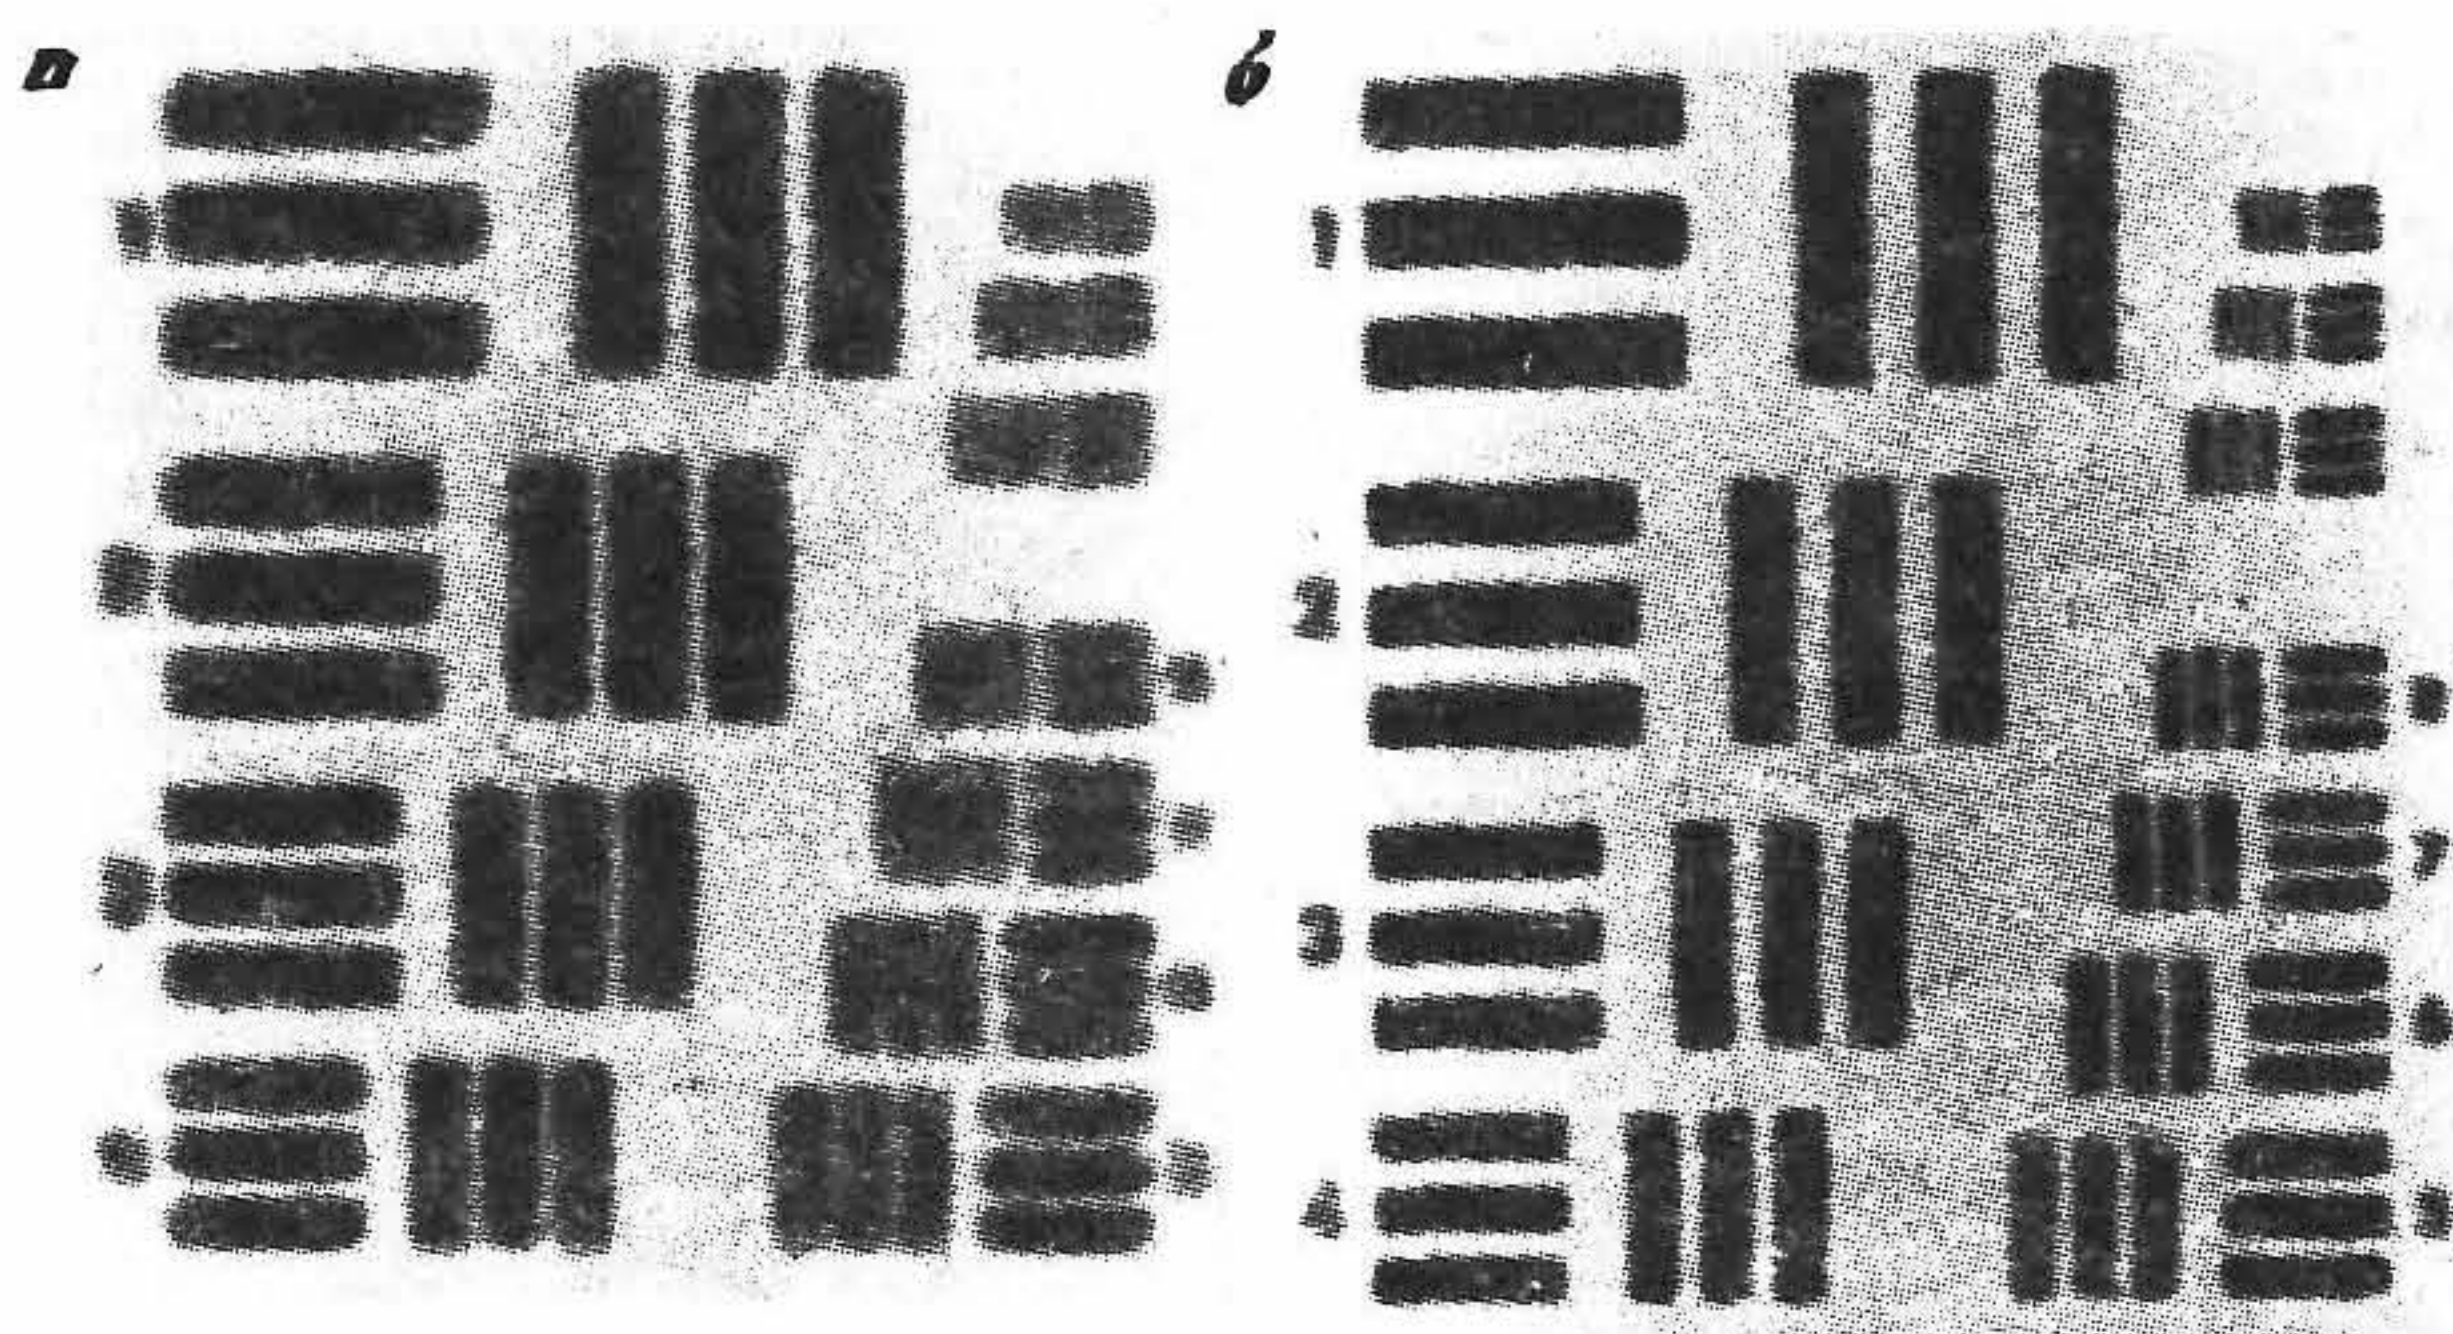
Рентгенограммы штрихового тест-объекта, полученные с помощью широкого фокуса размером $1,3 \times 1,5 \text{ мм}^2$ (а) и острого фокуса размером $0,6 \times 0,6 \text{ мм}^2$ (б).
